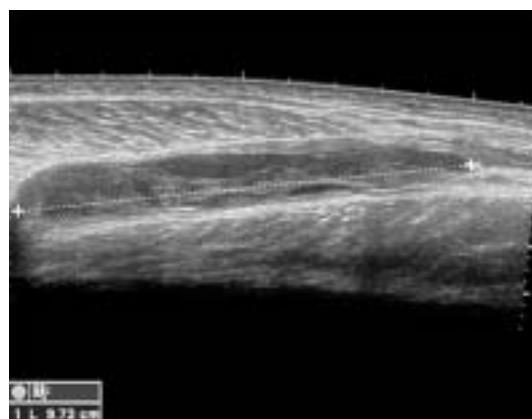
Aspecto de desinserción mioaponeurótica en la ecografía. Corte sagital de la pantorrilla con colección en la interlínea entre el sóleo y el gemelo interno (laquo;pierna de tenistarquo;).
